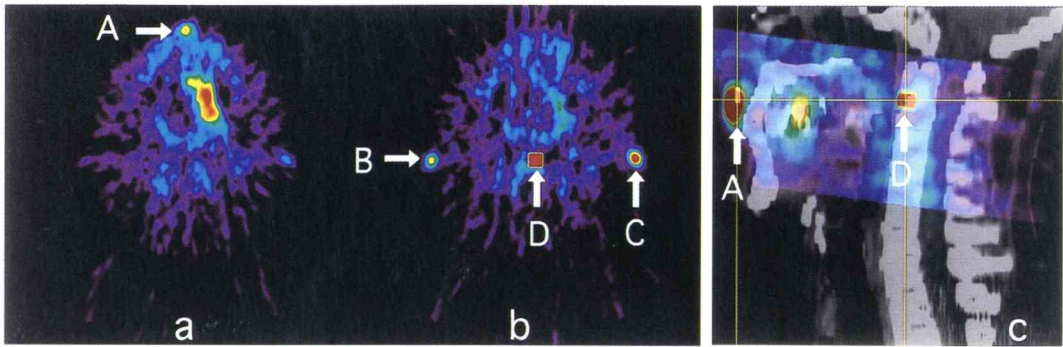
Three RI markers are displayed in PET images. A, B and C show RI markers given to the under nose and right side earlobe, left side earlobe, respectively. D in the midpoint of B and C was calculated using the computer. A and D in the PET and CT images were superimposed by sagittal (c). The color images show the PET images, and the gray image shows the CT image.
